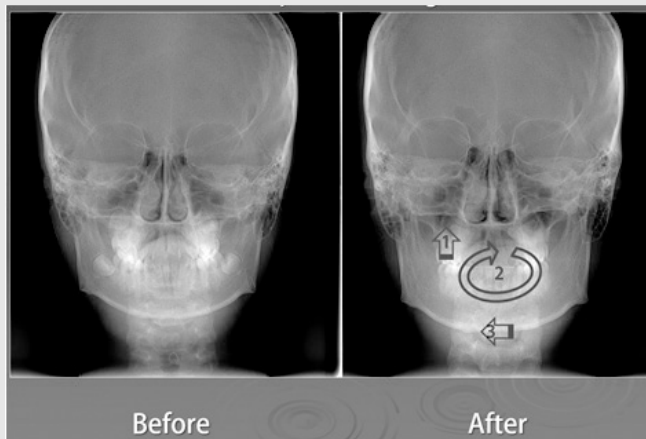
증례 2의 치료 전 후의 정면 두부규격 방사선 사진. 상악우측 치열의 압하를 통해 우측하악골의 hinge closing이 좌측보다 크게 나타나게 되어 chin point의 개선에 공헌하였다
